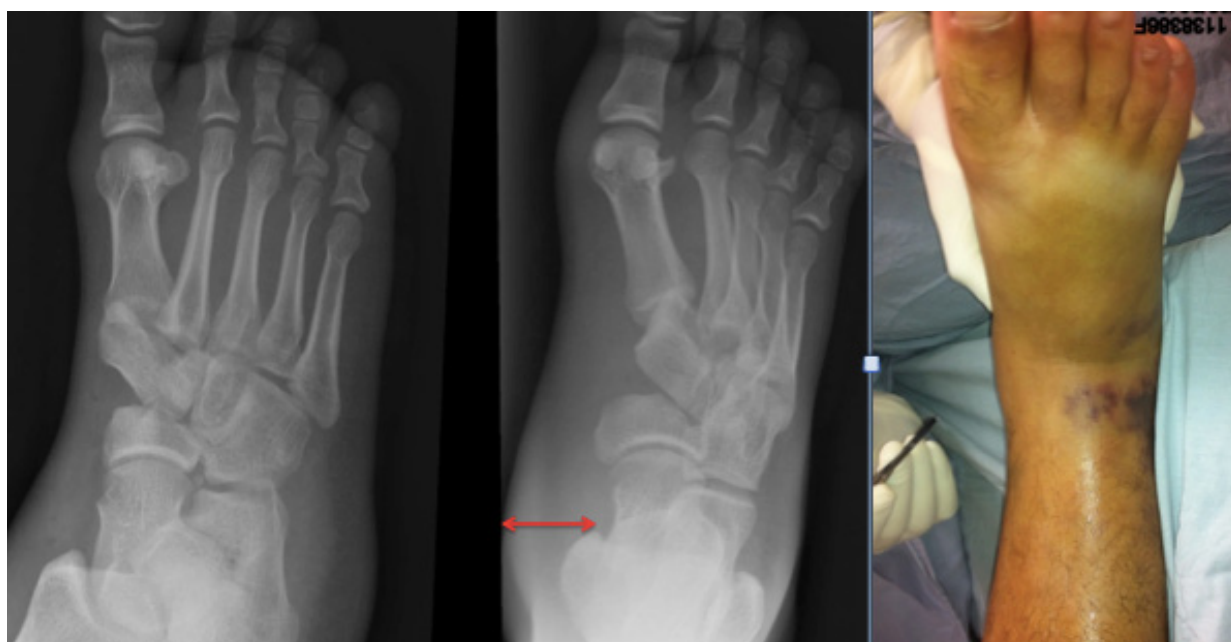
Radiografias em AP e oblíquas do pé com fratura-luxação de médio-pé, nas quais nota-se o edema de partes moles acentuado (seta vermelha), compatível com o aspecto clínico do pé.
